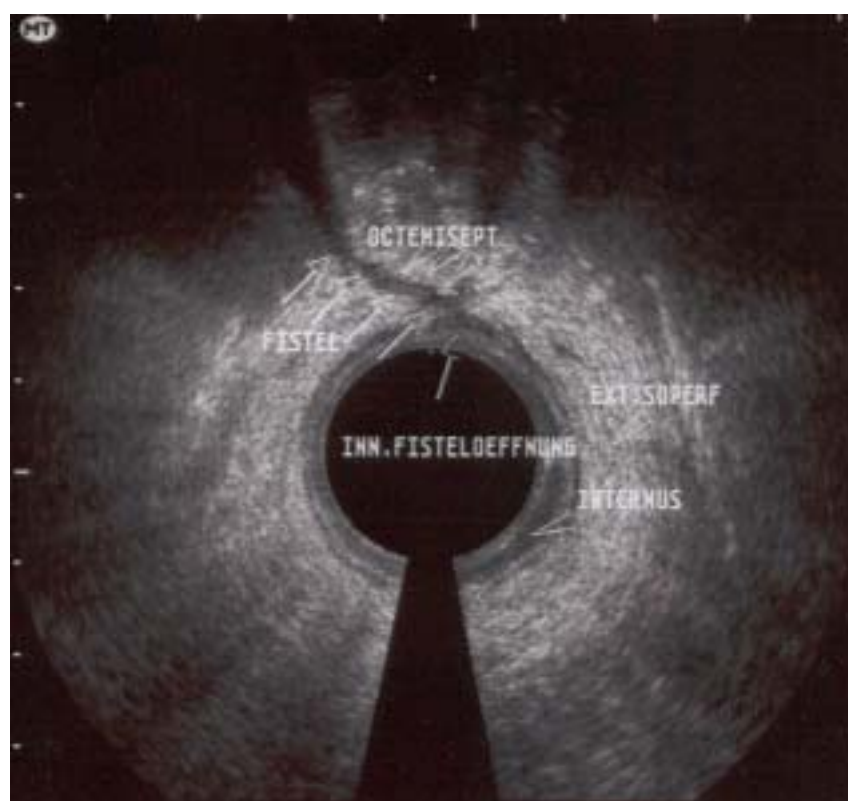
Endosonographische Darstellung einer transsphinkteren Fistel mit innerer Fistelöffnung bei 12 Uhr SSL
